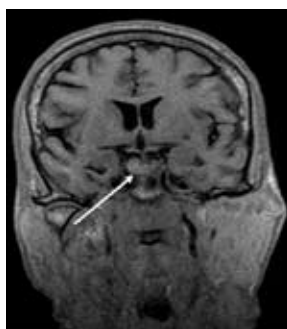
МРТ. Микроаденома гипофиза диаметром 9 мм до операции.
